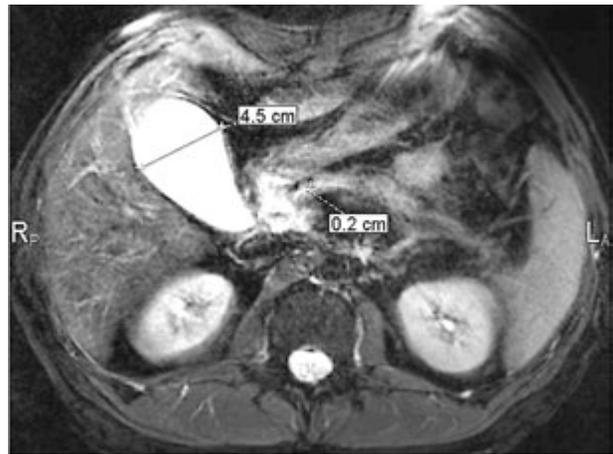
МРТ больного К. (24.08.2016). МР-последовательность T2-ВИ, аксиальная плоскость сканирования, FatSat (жироподавление). Желчный пузырь и вирсунгов проток (до 2 мм)
